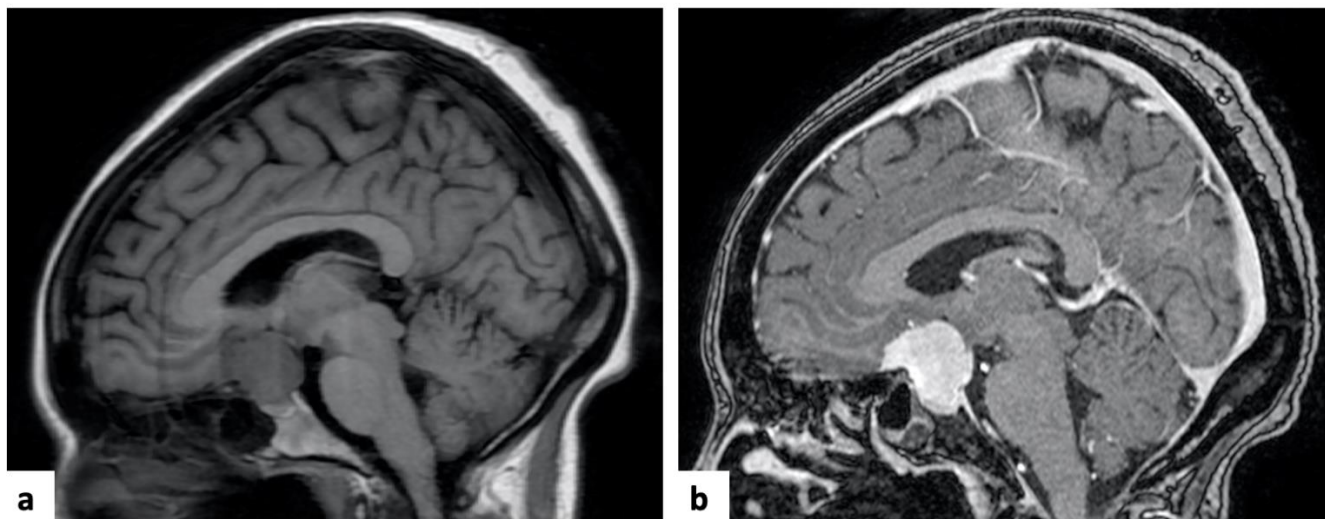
IRM cérébrale avec injection de produit de contraste , en coupes sagittales en séquence T1 (a) objectivant une lésion suprasellaire isointense au cortex cérébrale et en séquence T1 injectée au gadolinium (b) objectivant une lésion suprasellaire fortement rehaussée évoquant un méningiome suprasellaire.
